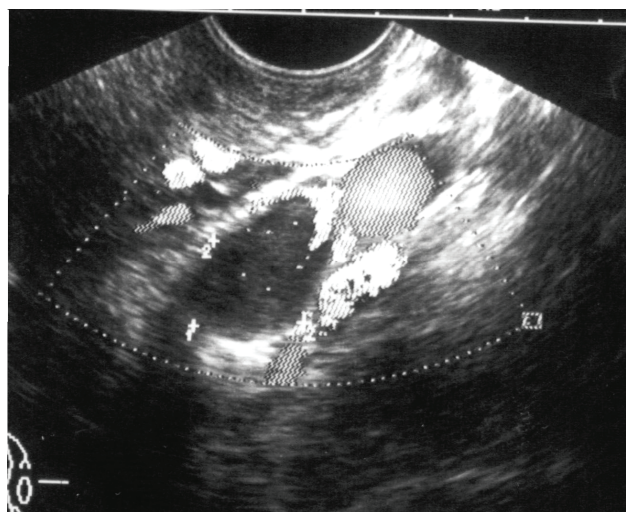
Ультразвуковая томограмма больной ЛМС с метастазами в подвздошных лимфатических узлах, выполненная трансабдоминальным доступом в поперечной плоскости.
